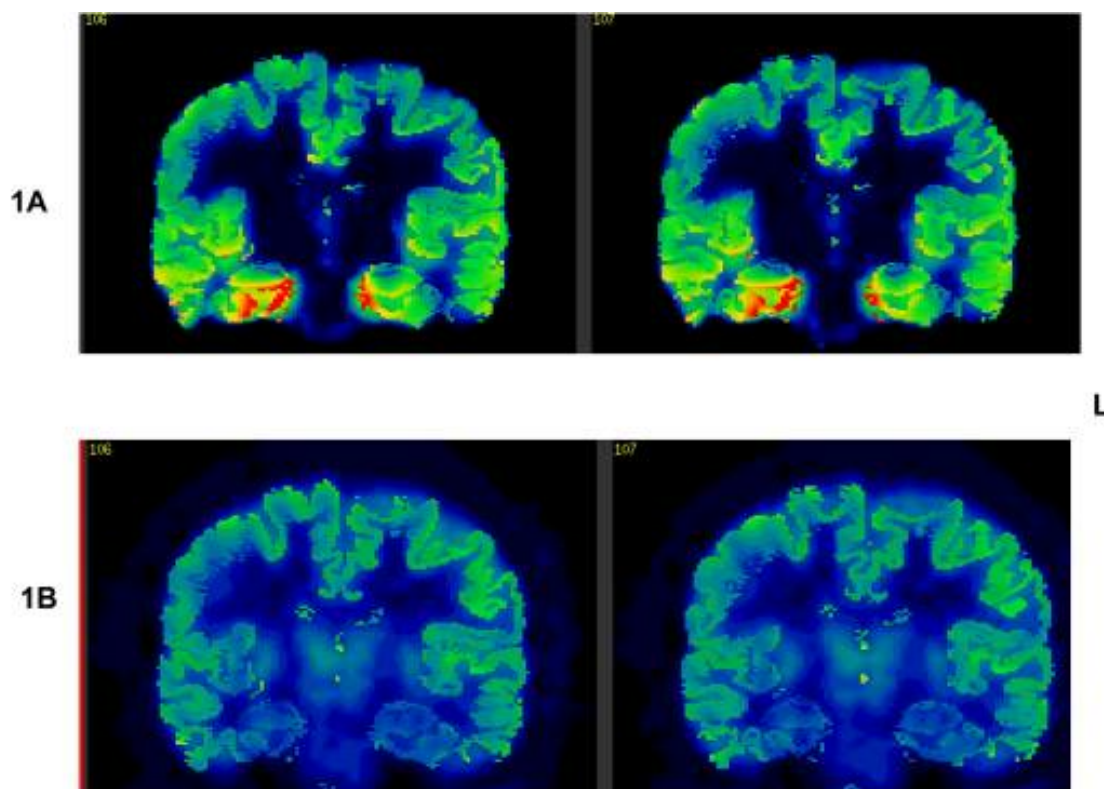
Imagen PET de un mismo paciente con 18F-FCWAY (superior) y 18F-FDG (inferior).
